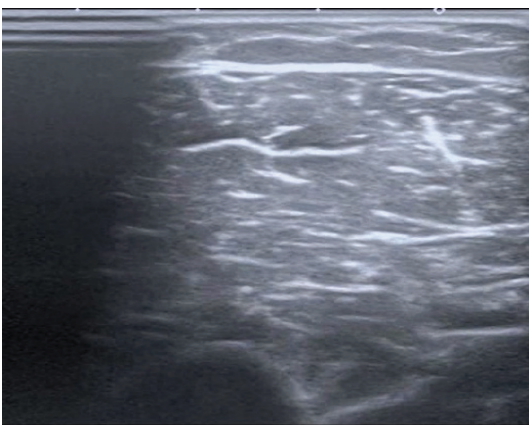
Ultrasound examination of the right deltoid muscle of patient A
